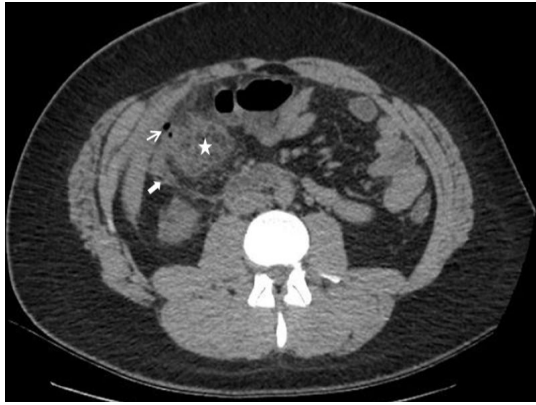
42 yaşında kadın hasta. Aksiyel kontrastsız bilgisayarlı tomografi görüntüsünde, sağ alt kadranda geniş, duvar kalınlığı artmış apendiks (yıldız) ve eşlik eden hafif periapendisiyel inflamasyona bağlı yağ dokuda dansite artımı (kalın ok) izleniyor.
